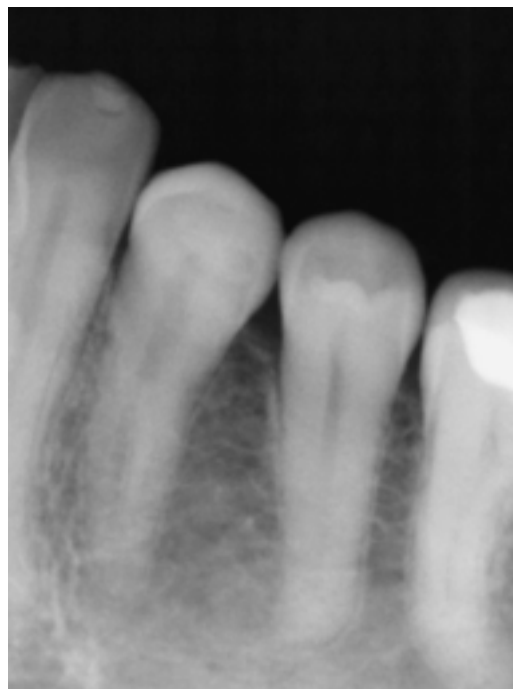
Radiografía preapical de premolares inferiores pretratamiento.
